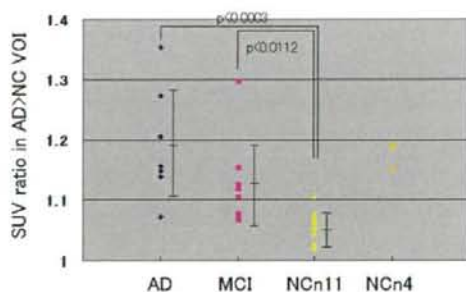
AD, MCI, NCn11 の SUVR の VOI 値
